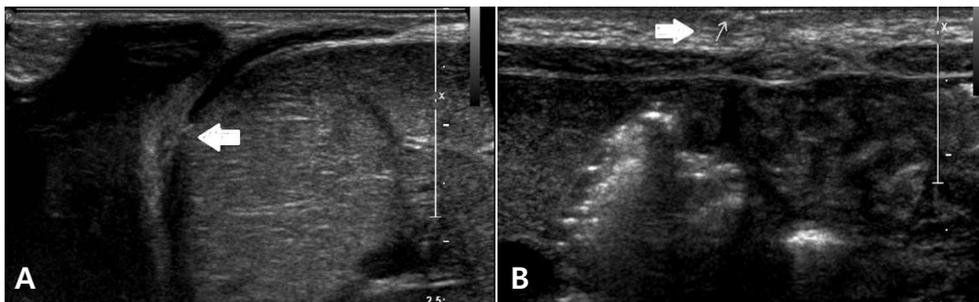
The abdominal ultrasound shows a defect of abdominal wall (A, arrow) and umbilical hernia (B, arrow).
